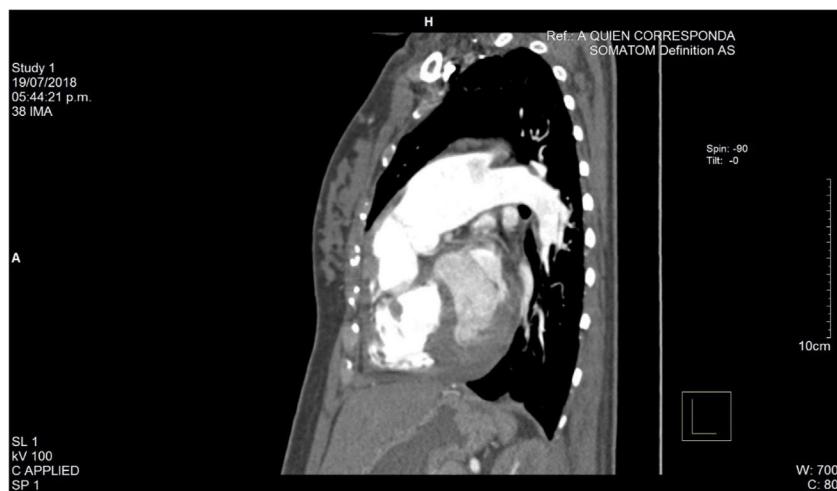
Angiotomografía computada de tórax contrastada. Corte transversal: se observa incremento en la luz de la arteria pulmonar.
